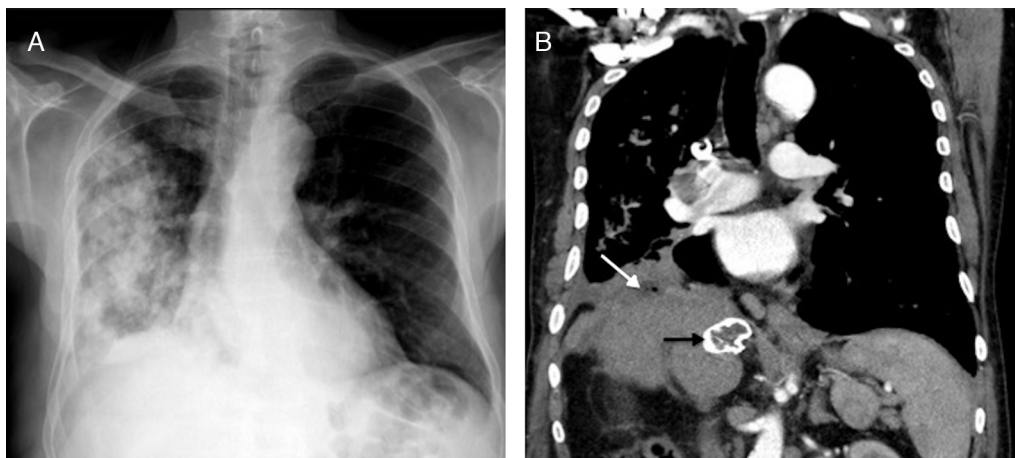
A) Radiografía posteroanterior de tórax que muestra consolidaciones alveolares con tendencia a la coalescencia en el lóbulo inferior derecho. B) Tomografía computarizada torácica en corte coronal con contraste intravenoso en fase arterial: aumento de densidad en la base pulmonar derecha, colección subdiafragmática con burbuja de gas (flecha blanca), calcificación periquística secundaria a enfermedad hidatídica (flecha negra) y hepatectomía.
